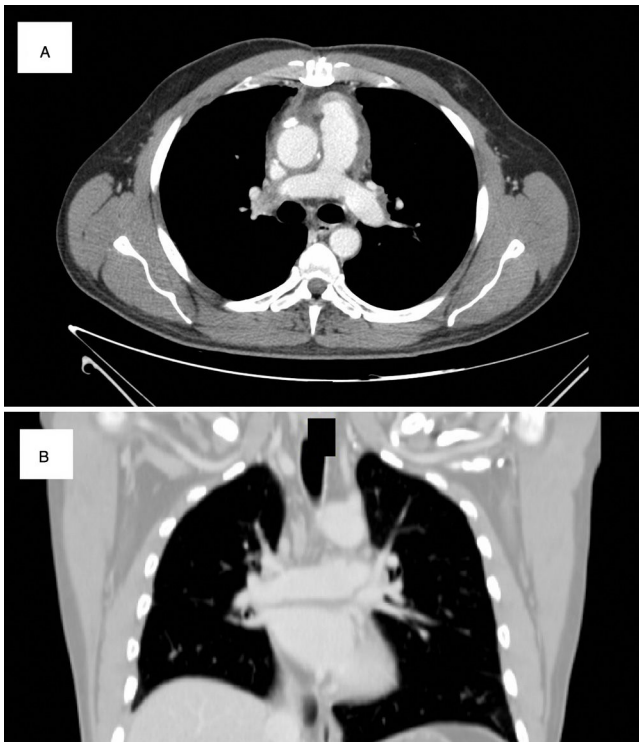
Tomografía computarizada postoperatoria. No se aprecian signos de recidiva tumoral sobre el homoinjerto y neoconducto de ramas pulmonares, siendo estas permeables. A) Corte axial a nivel de la anastomosis del homoinjerto en posición pulmonar con el neoconducto de ramas pulmonares confeccionado con parche de pericardio. B) Corte coronal a nivel del neoconducto de ramas pulmonares confeccionado con parche de pericardio.
